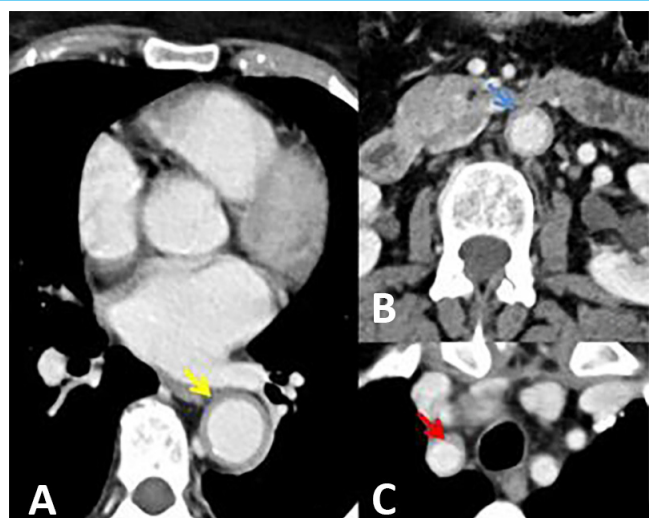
Vasculitis sistémica con afectación de la aorta. Estudio de TC con contraste intravenoso en fase únicamente venosa, proyecciones axiales. Halo hipodenso circunferencial rodeando la aorta torácica descendente (flecha amarilla), aorta abdominal infrarrenal (flecha azul) y el origen de la arteria subclavia derecha compatible con arteritis (flecha roja).
